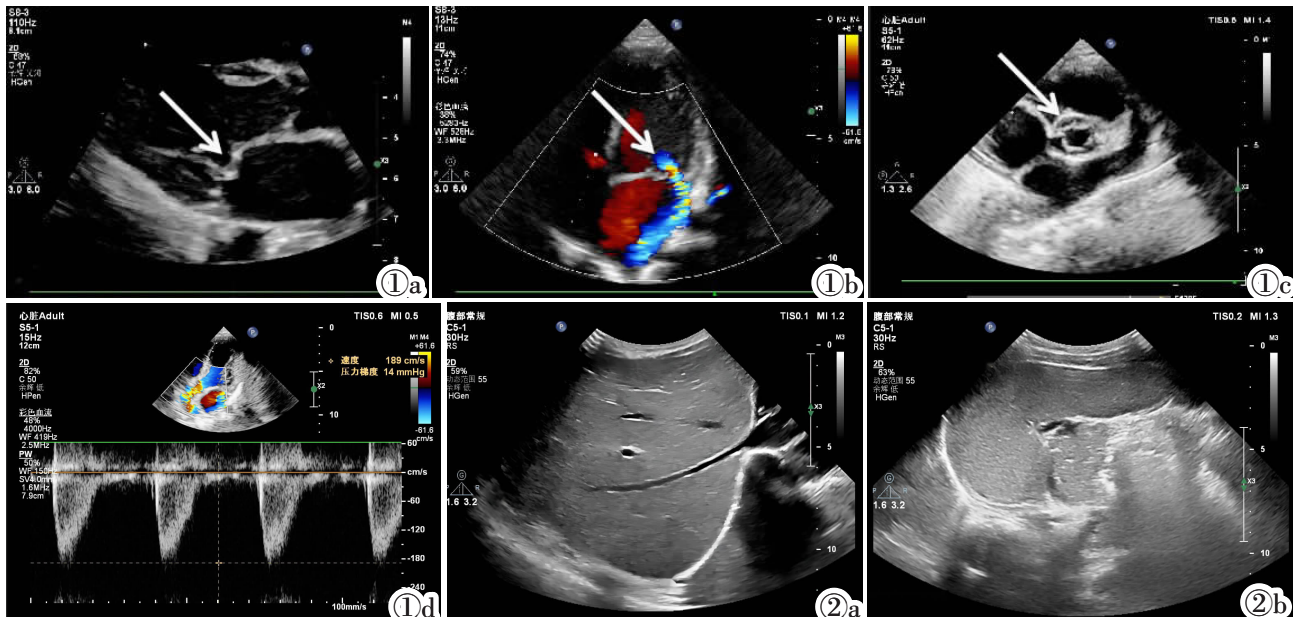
超声心动图。图 1a: 二尖瓣增厚, 前瓣脱垂 (箭头示)。图 1b: 二尖瓣口→左房侧见蓝色为主中量偏心反流束, 偏向左房后壁 (箭头示)。图 1c: 主动脉瓣增厚、回声增强 (箭头示)。图 1d: 主动脉瓣口前向流速 1.9 m/s, PG 15 mmHg。 图 2 腹部超声。图 2a: 肝肿大, 右肝斜径 108 mm。图 2b: 脾肿大, 脾厚 39 mm, 脾长 110 mm。
